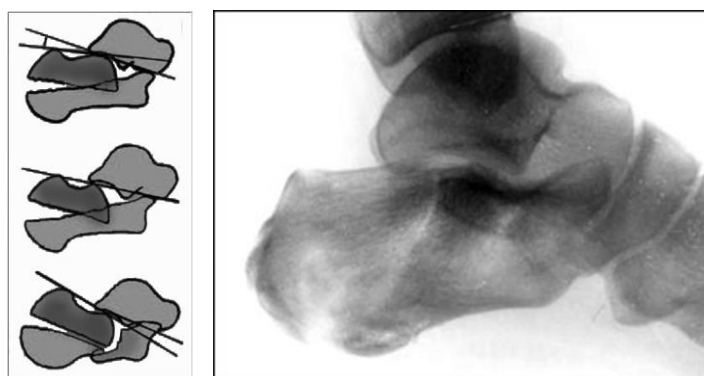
Clasificarea fracturilor de calcaneu tip separare în funcție de unghiul Bohler; radiografie cu fractură de calcaneu tip separare Bohler II
